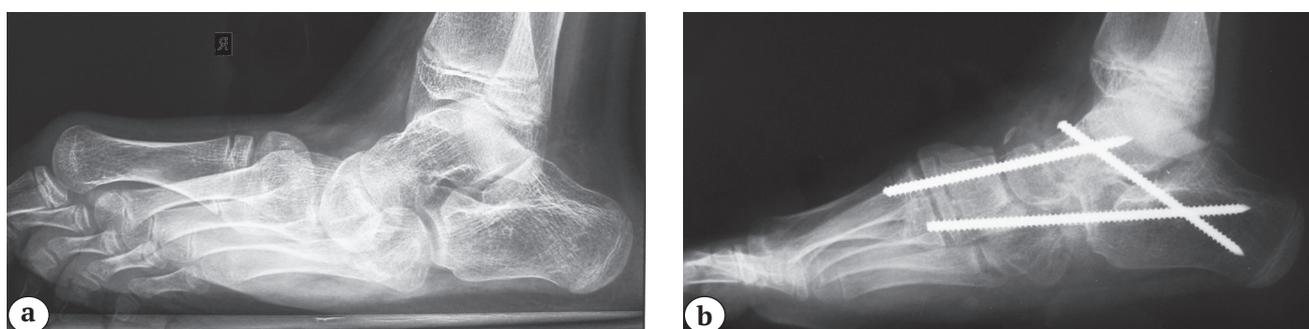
Рентгенография стопы пациента 13 лет: а — до лечения (многоплоскостная деформация стопы с выраженной вертикализацией таранной кости); б — экономная подработка и создание контакта между костными фрагментами
